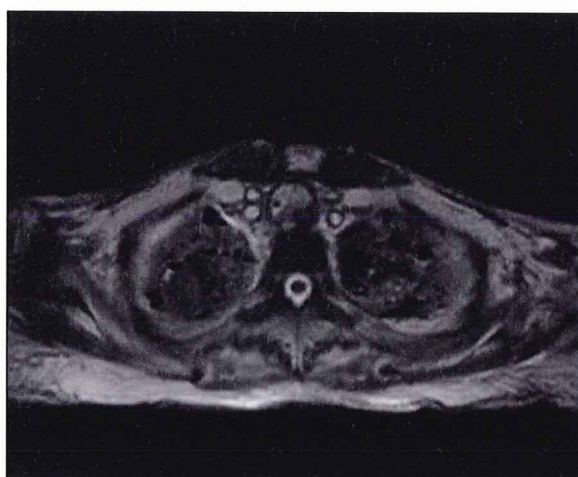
遺体MRI画像（横断面）。両肺とも肺尖部に肺炎が示唆される陰影があり、右肺には境界明瞭な異常陰影も認められる。生前画像ではアスペルギローマが疑われていた。左肺尖部にも陰影はあるが質的判定は困難であった。
